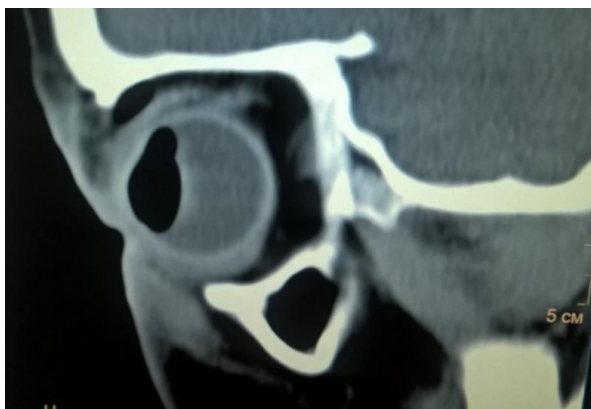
Больной Л. И., 11 лет. Контрольная компьютерная томография глазных орбит после операции. Восстановленный объем глаза сохраняется
